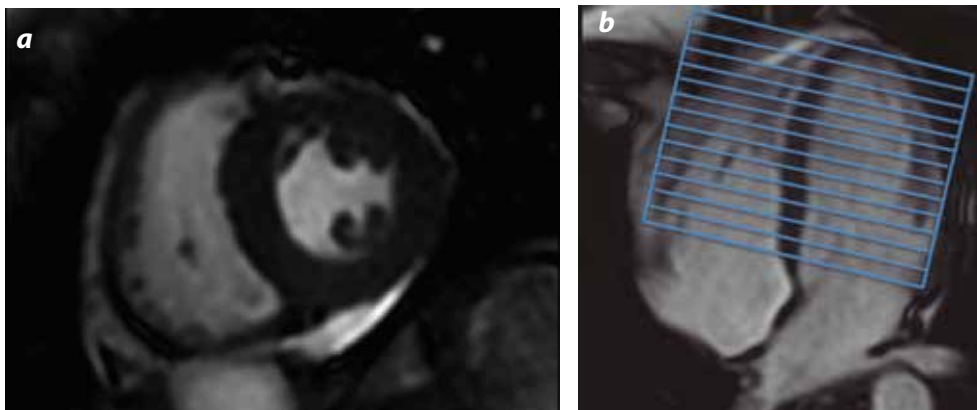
RM en secuencias potenciadas en T2. a) Eje corto cardiaco en el que se alcanza a apreciar la porción media del miocardio. b) Eje de cuatro cámaras en el cual se ejemplifica la toma de imágenes perpendiculares al eje del ventrículo izquierdo.
